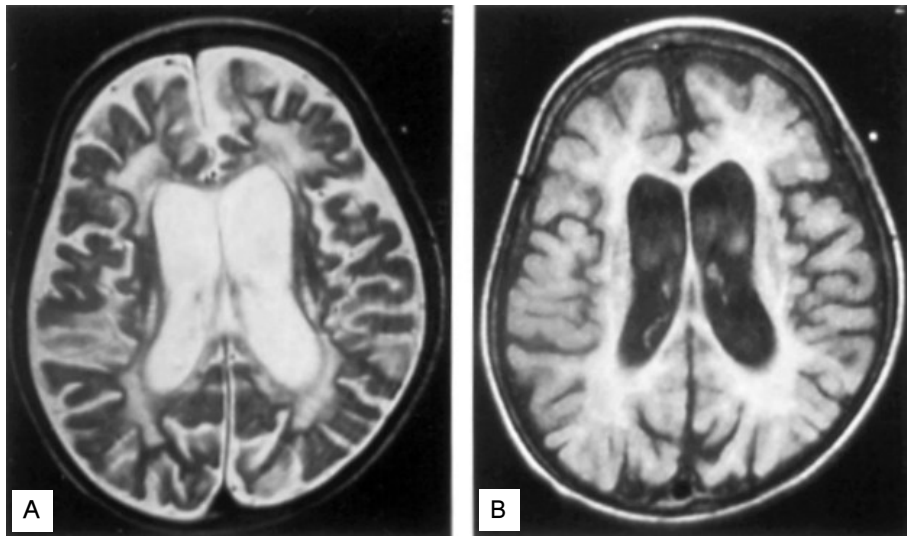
In addition to white matter lesions, progressive brain atrophy is shown on brain MRI 3 months later.
